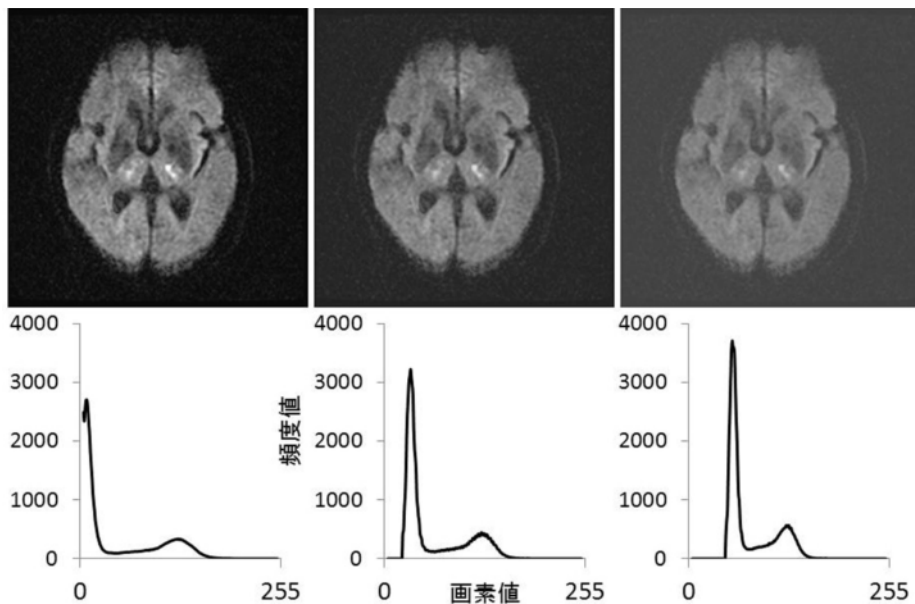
WW を変化させた DWI と濃度ヒストグラム。
